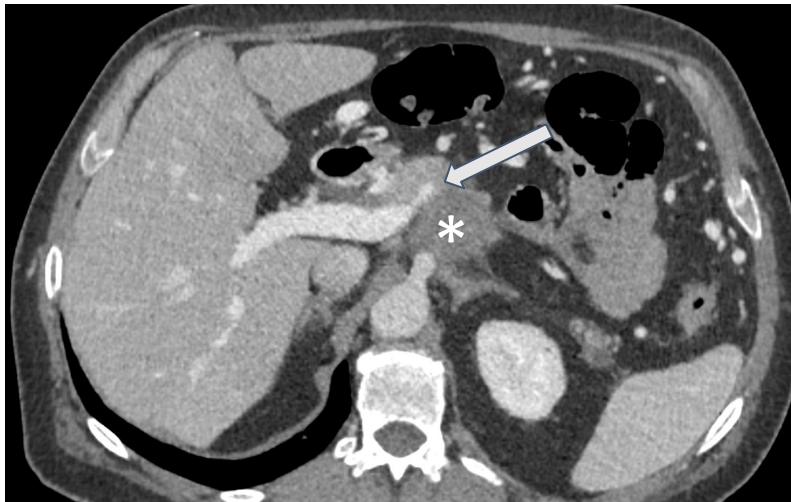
TC con contraste iv en fase portal:
